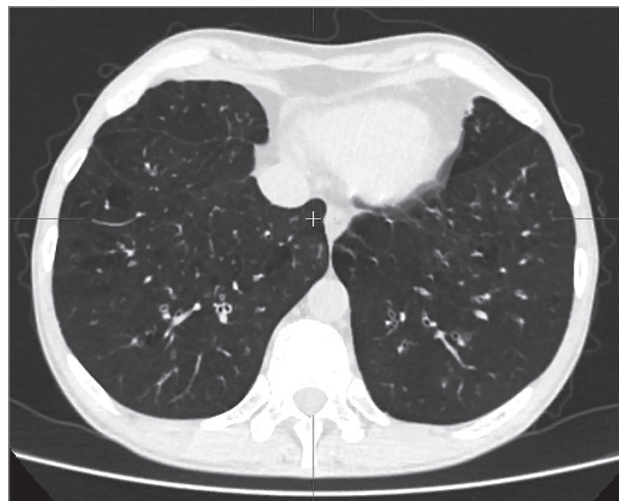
Облитерирующий бронхоолит при общей вариабельной иммунной недостаточности; аксиальная проекция; 2-сторонние мелкоочаговые уплотнения по типу «деревя в почках», мозаичная картина за счет воздушных ловушек. Компьютерная томография высокого разрешения
